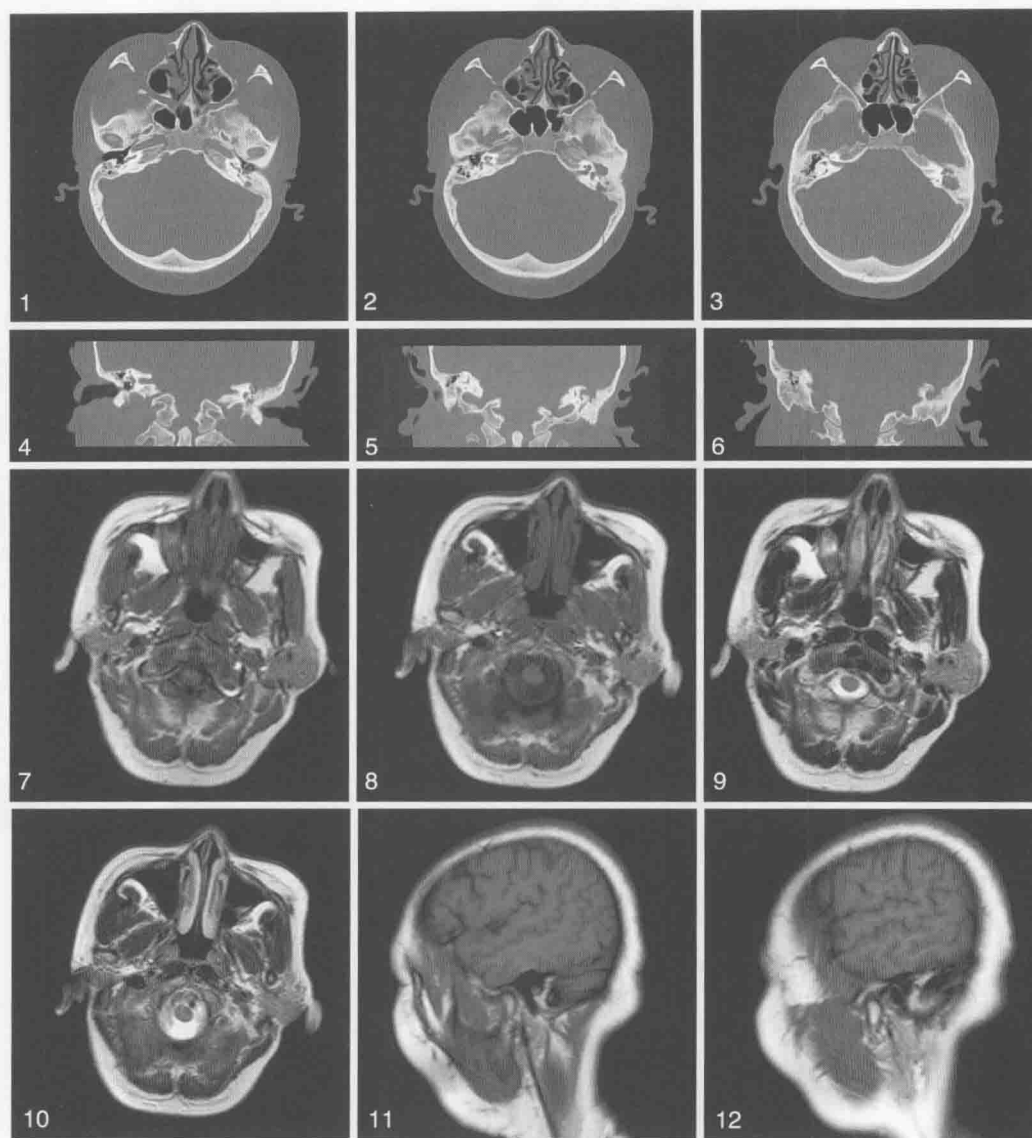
1~6. CT 骨窗横断位、冠状位; 7、8. T₁WI 平扫横断位; 9、10. T₂WI 横断位; 11、12. T₁WI 平扫矢状位
